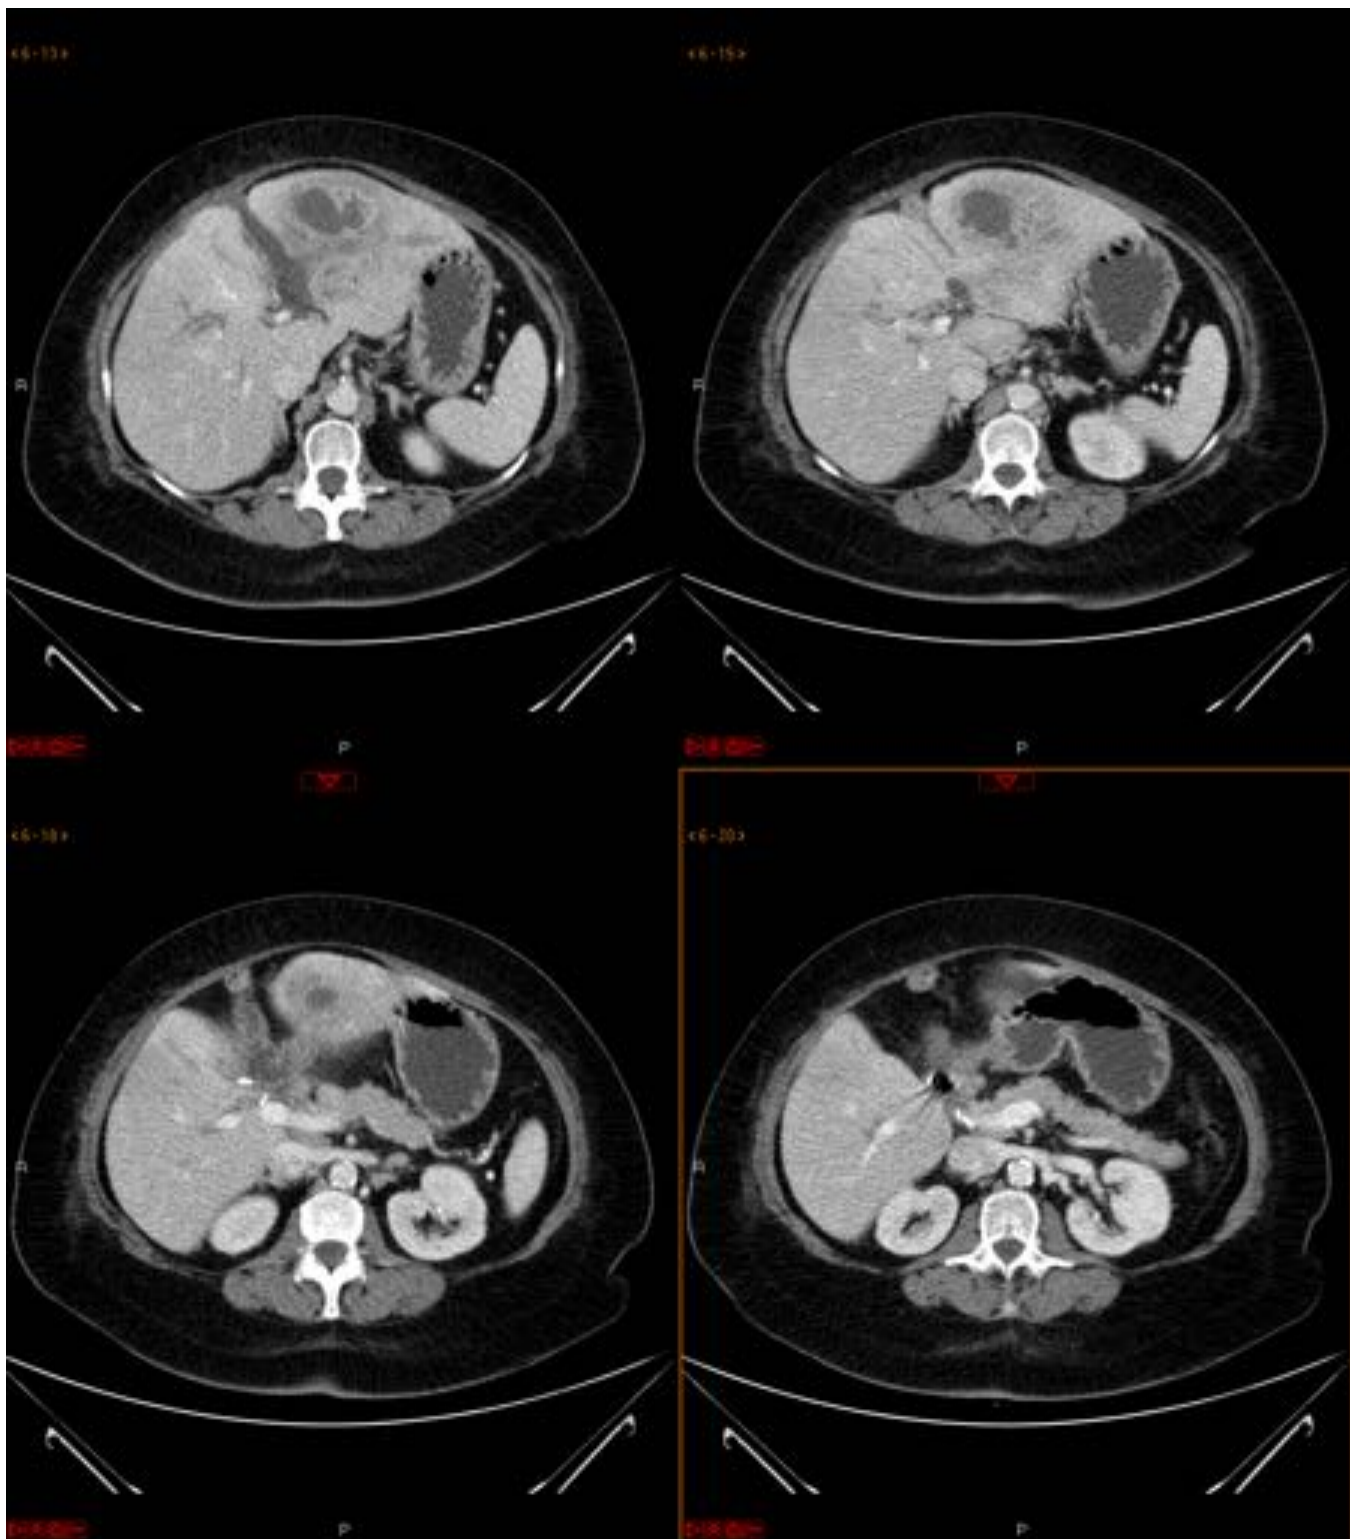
Paciente de 61 años con antecedentes de colecistectomía y hepáticoyeyunostomía en Y de Roux. Ingresa por fiebre y dolor abdominal. TAC de abdomen (fase portal): Moderada dilatación de la vía biliar intra y extrahepática secundaria a estenosis de la anastomosis quirúrgica. En lóbulo hepático izquierdo se objetiva una lesión de morfología redondeada, hipodensa y con realce anular en relación con absceso hepático.
